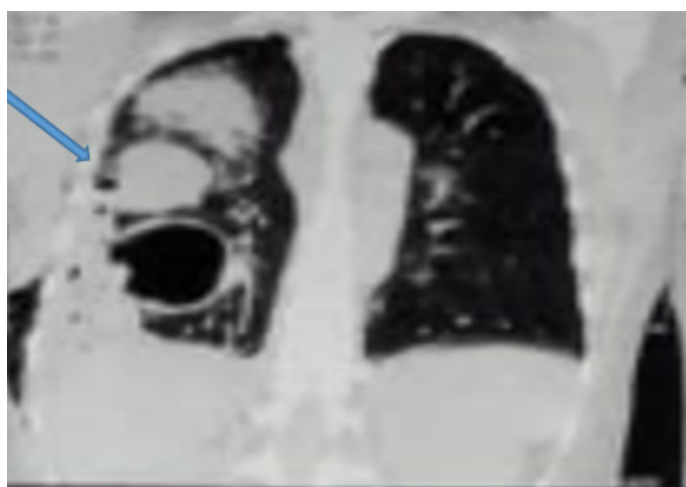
TDM de contrôle post drainage, kyste rompu du lobe inférieur et deuxième kyste non rompu du lobe moyen avec foyer de pneumopathie du lobe supérieur
